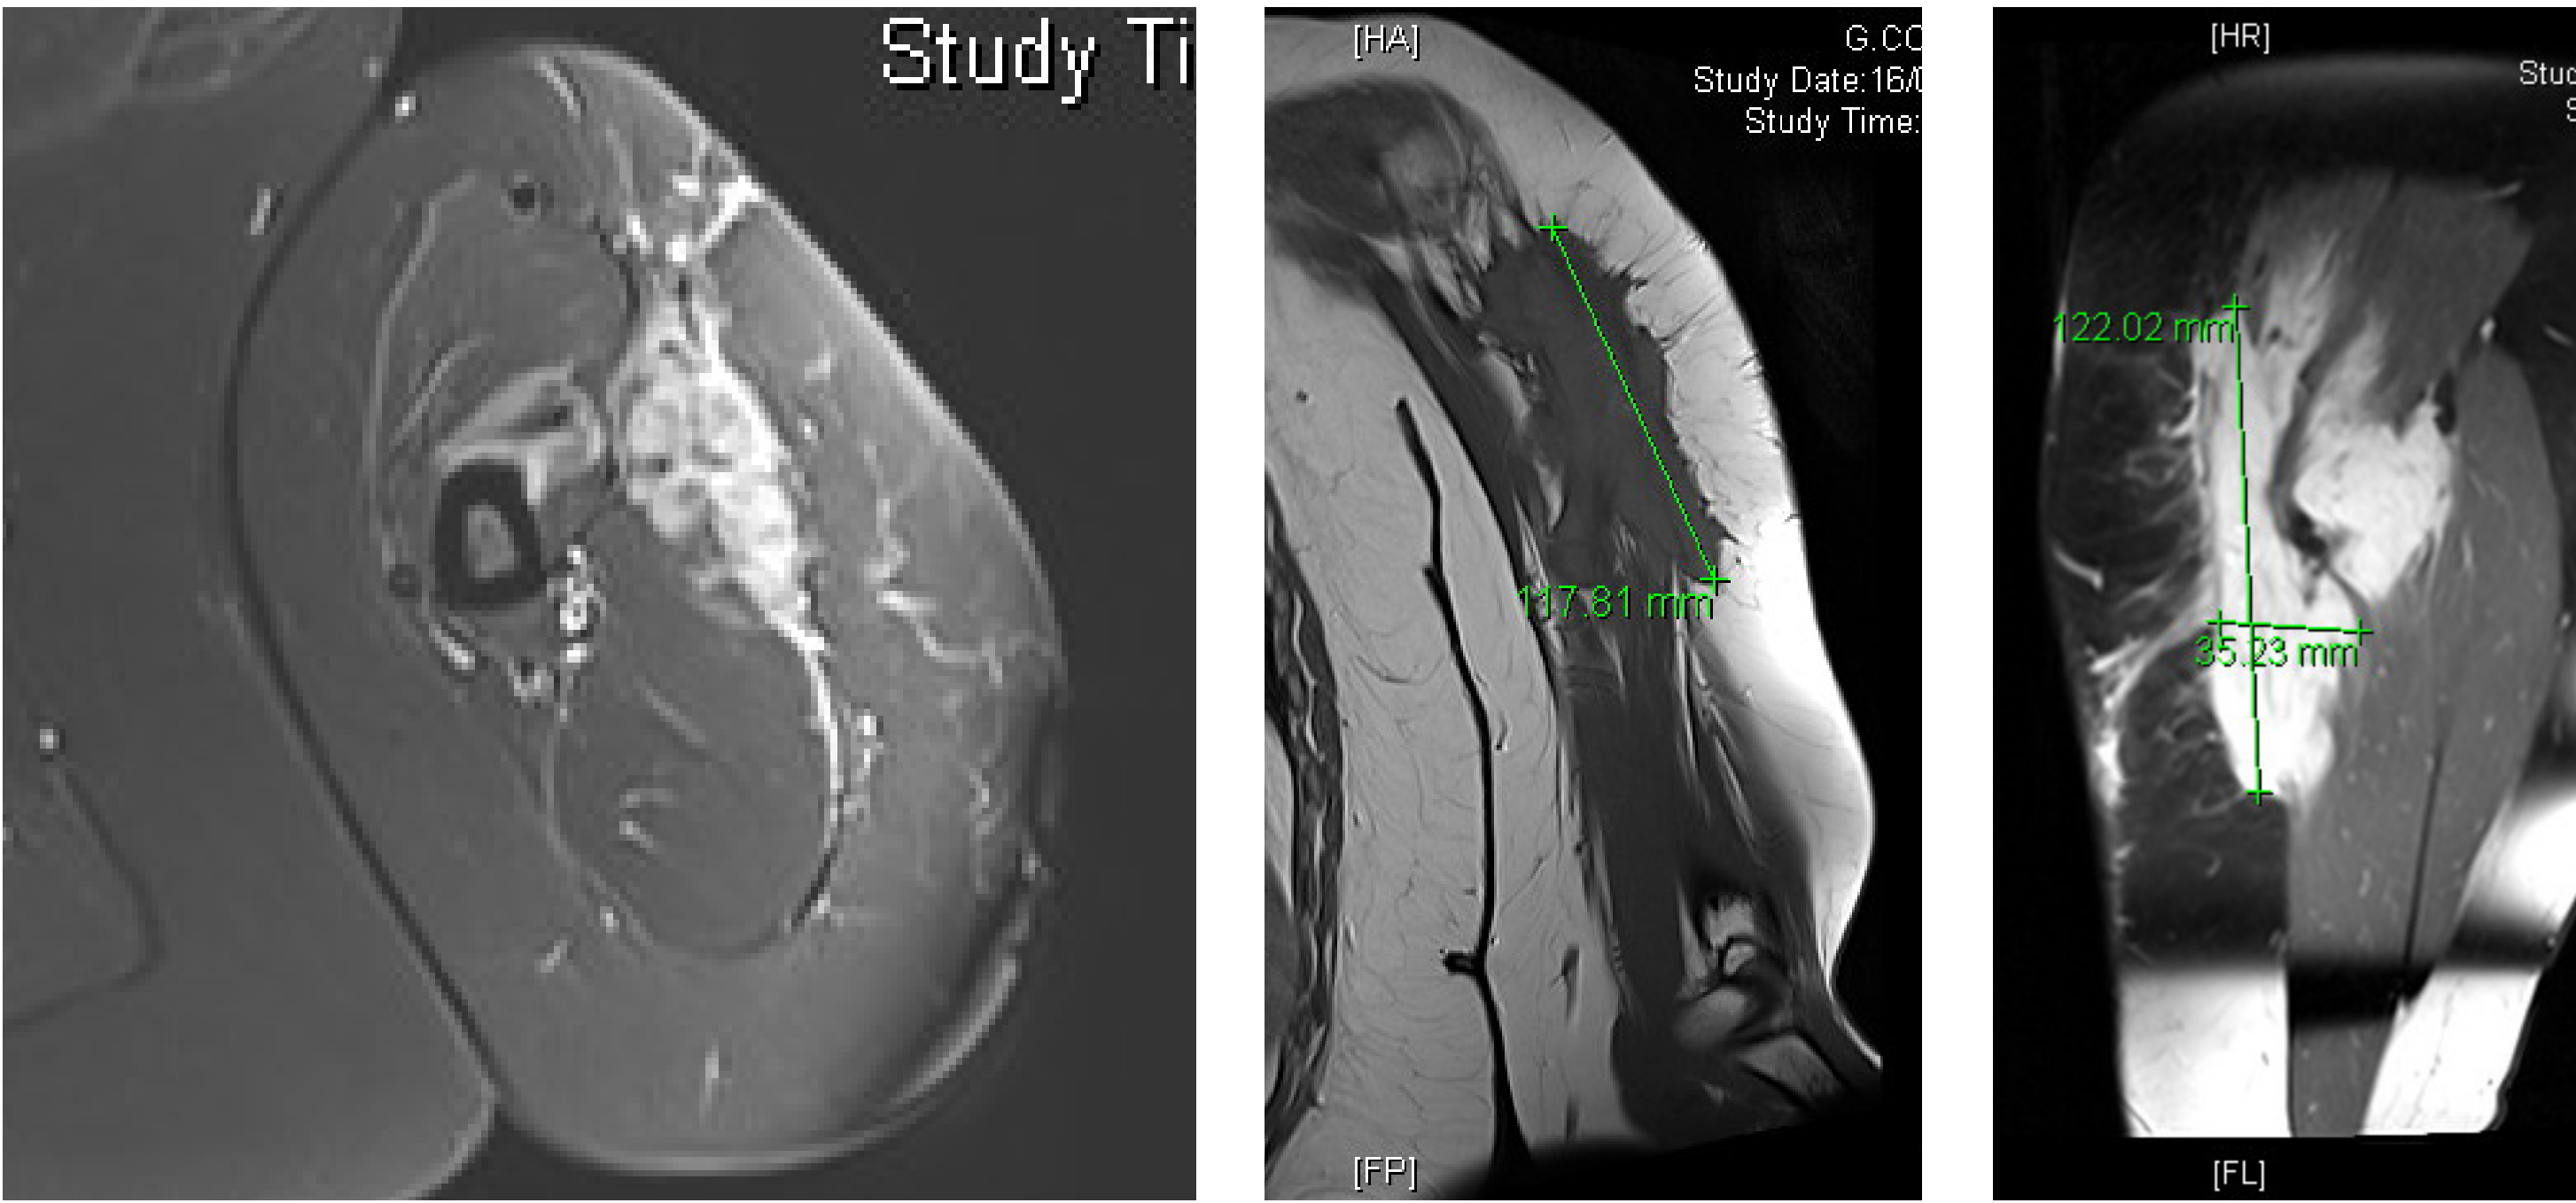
Cortes de RMN en los que se muestra una tumoración desmoide en el brazo de una paciente de 24 años.
